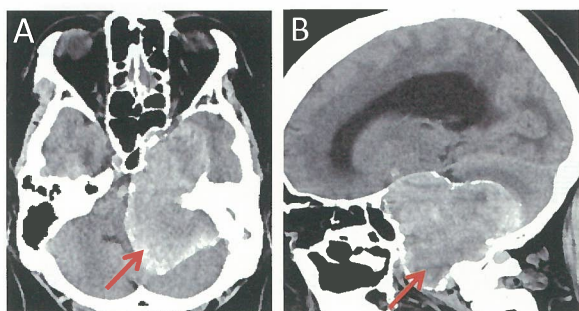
頭部単純CT(A: 軸位断、B: 矢状断)
